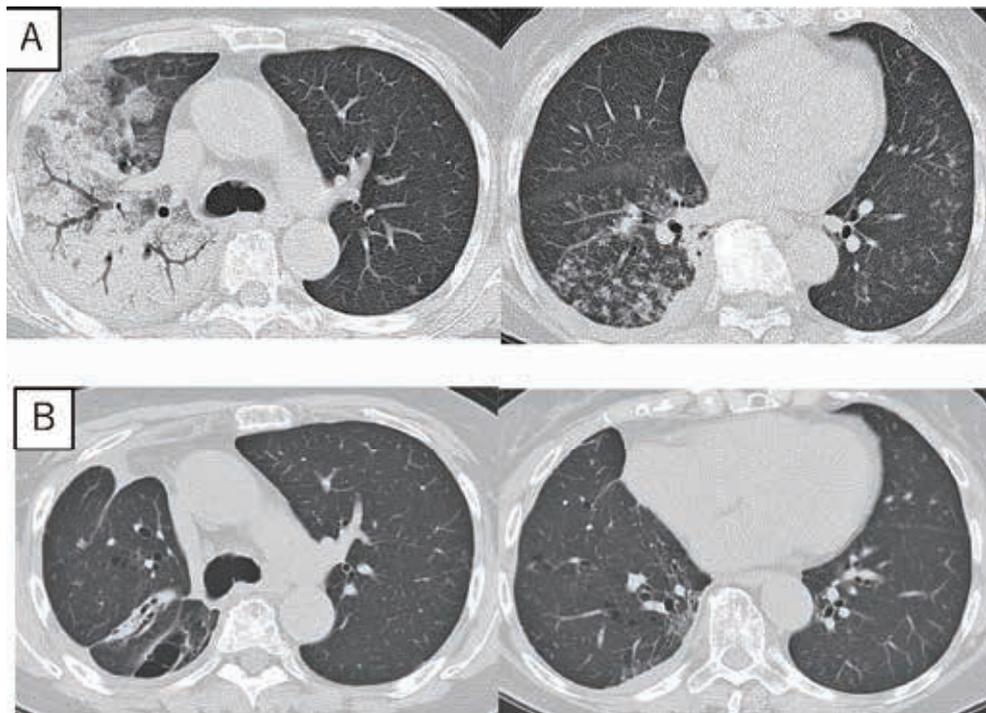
(A) Chest computed tomography (CT) on admission showed large lobar pneumonia consisting of air bronchogram with bronchiectasis, infiltrative shadow, and patchy shadow in the right upper lobe, and centrilobular airway shadow in the lower right lobe and left S⁴. (B) Chest CT scan after 9 months of antituberculous drug treatment. Chest CT scan revealed the improvement of those lesions.
